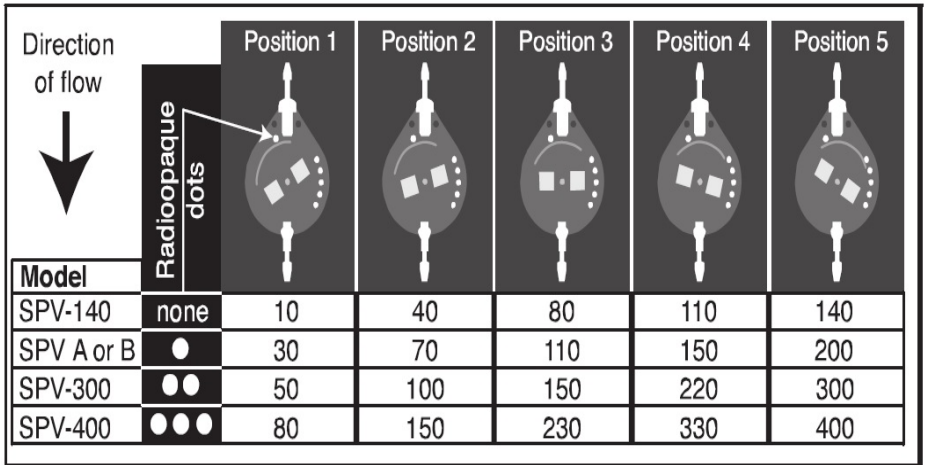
Correspondance entre le niveau de pression et la radiographie pour les différentes valves Sophysa Polaris
